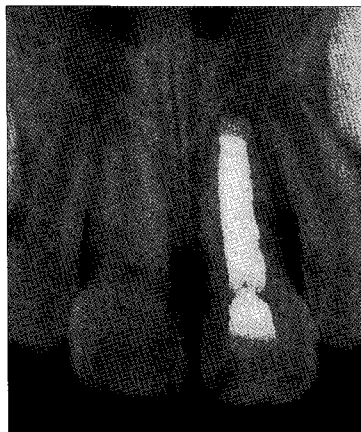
Radiograph on resin-wire splint stage
